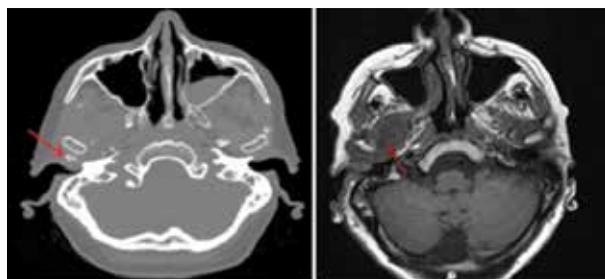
TC: nódulos calcificados Fig. 2. RMN: extensión a la fosa dentro de la articulación. pterigomaxilar.
